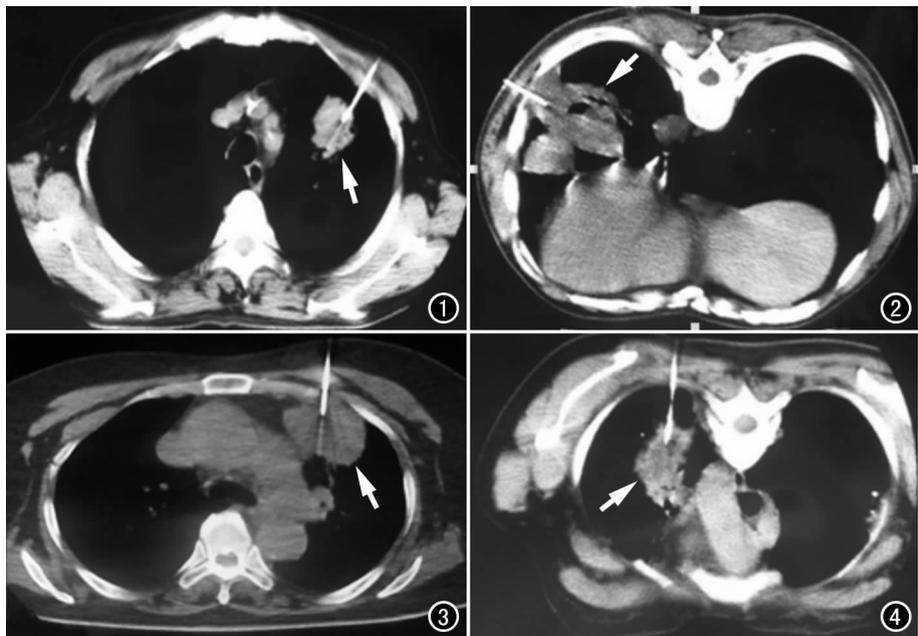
肺中分化腺癌,CT 示左肺上叶团片状病灶(箭),边缘部分欠清,其内密度不均匀,活检时患者取仰卧位。图 2 肺高分化鳞状细胞癌,CT 示左肺下叶基底段厚壁偏心空洞(箭),活检时患者取俯卧位。图 3 肺腺癌,CT 示左肺肿块(箭),活检时患者取仰卧位。图 4 肺小细胞癌,CT 示左肺上叶团片状肿物(箭),密度不均匀,活检时患者取俯卧位。
